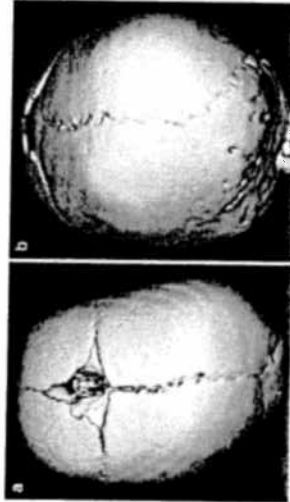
CT-scan van posterior positionele plagiocefalie (uit Blaser 2008)
